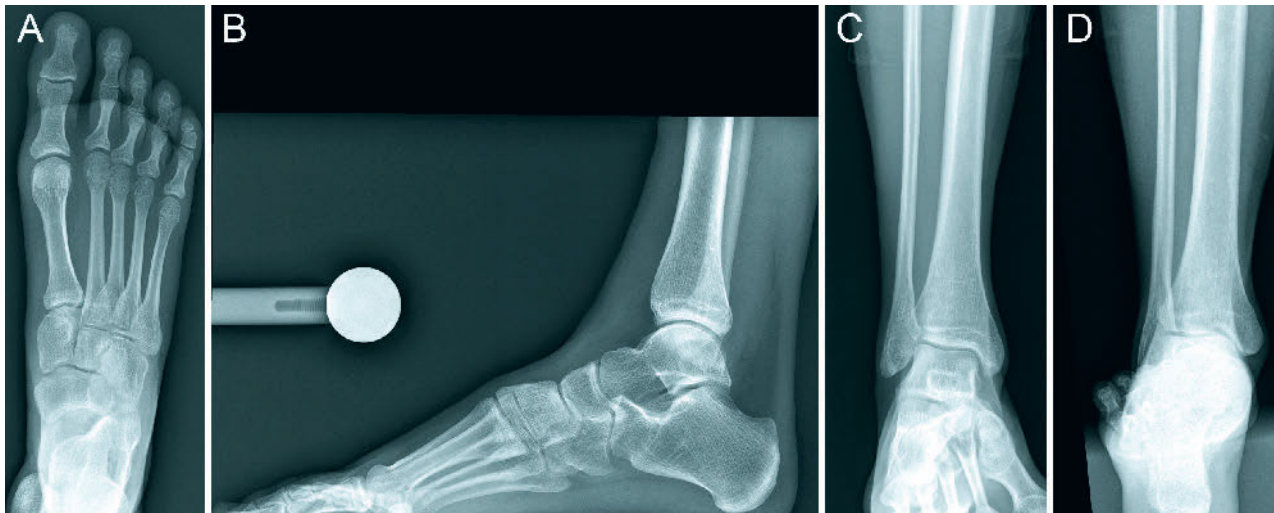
Röntgenbilder Fuß unbelastet: dorsoposterior (A) und lateral (B) sowie OSG anteroposterior (C) und Saltzman-Aufnahme (D) derselben Patientin wie in Abbildung 2.
